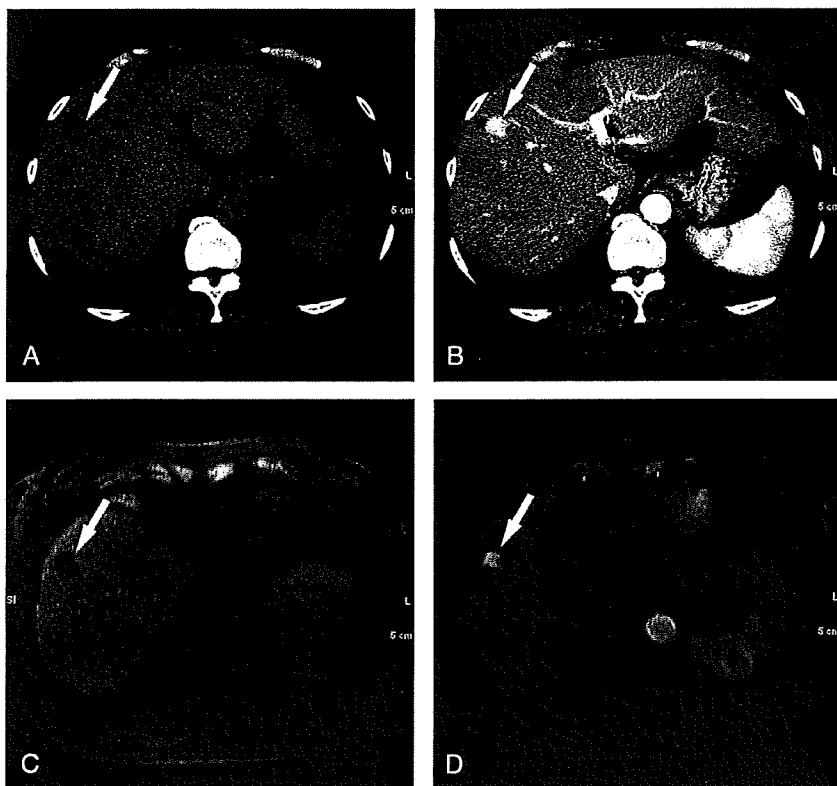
Computed tomographic and MR images of a 61-year-old man with HCC in segment 8 of the liver. The plain CT (A) and precontrast LAVA imaging (C) show a hypodense/intense mass in segment 8 of the liver. During the EAP of CT (B) and MRI (D), strong homogeneous enhancement is seen, and the lesion was scored 4 on both CT and MRI.
